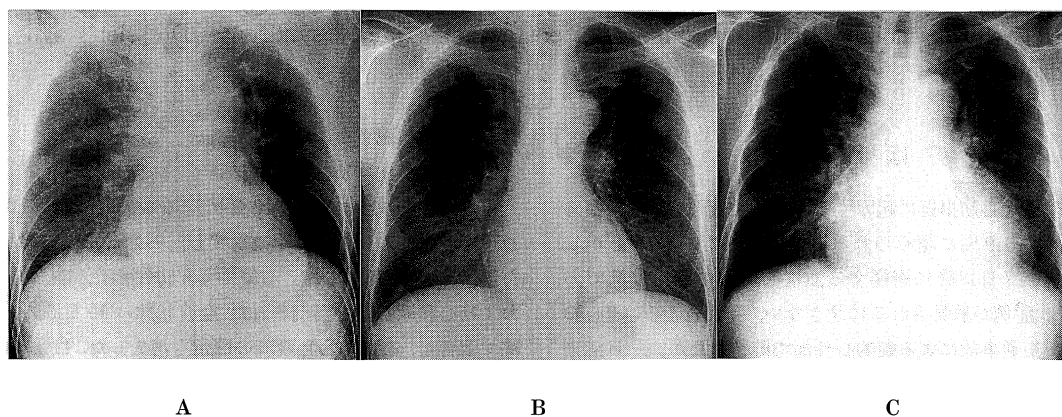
Chest X-ray film.
